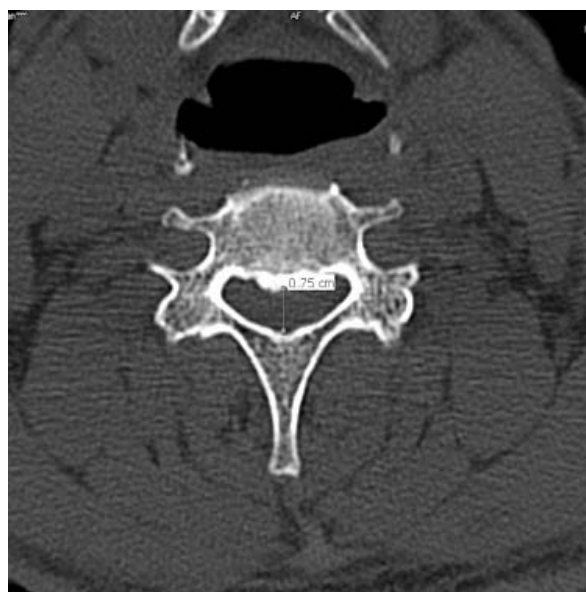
Рентгеновская компьютерная томография. Аксиальная проекция. Врожденный стеноз позвоночного канала
